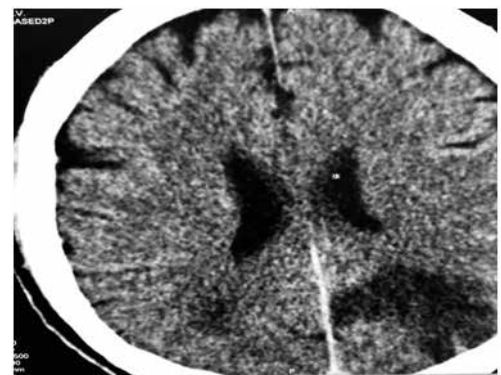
Данные компьютерной томографии ГМ.
